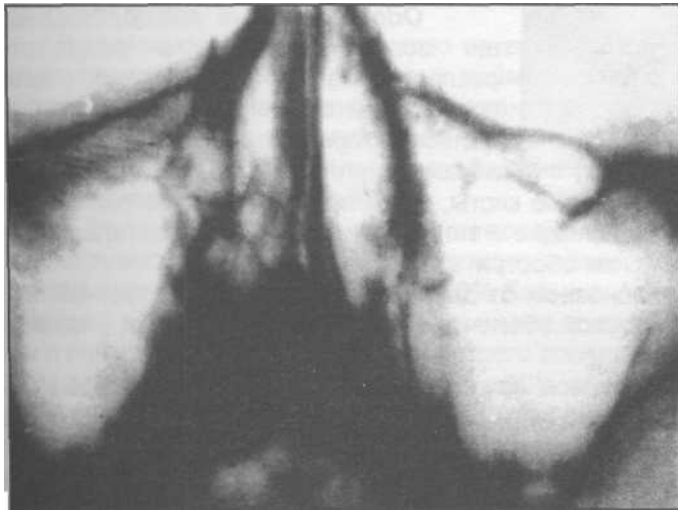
Рентгенограмма больного с пневматическим типом верхнечелюстных пазух.
